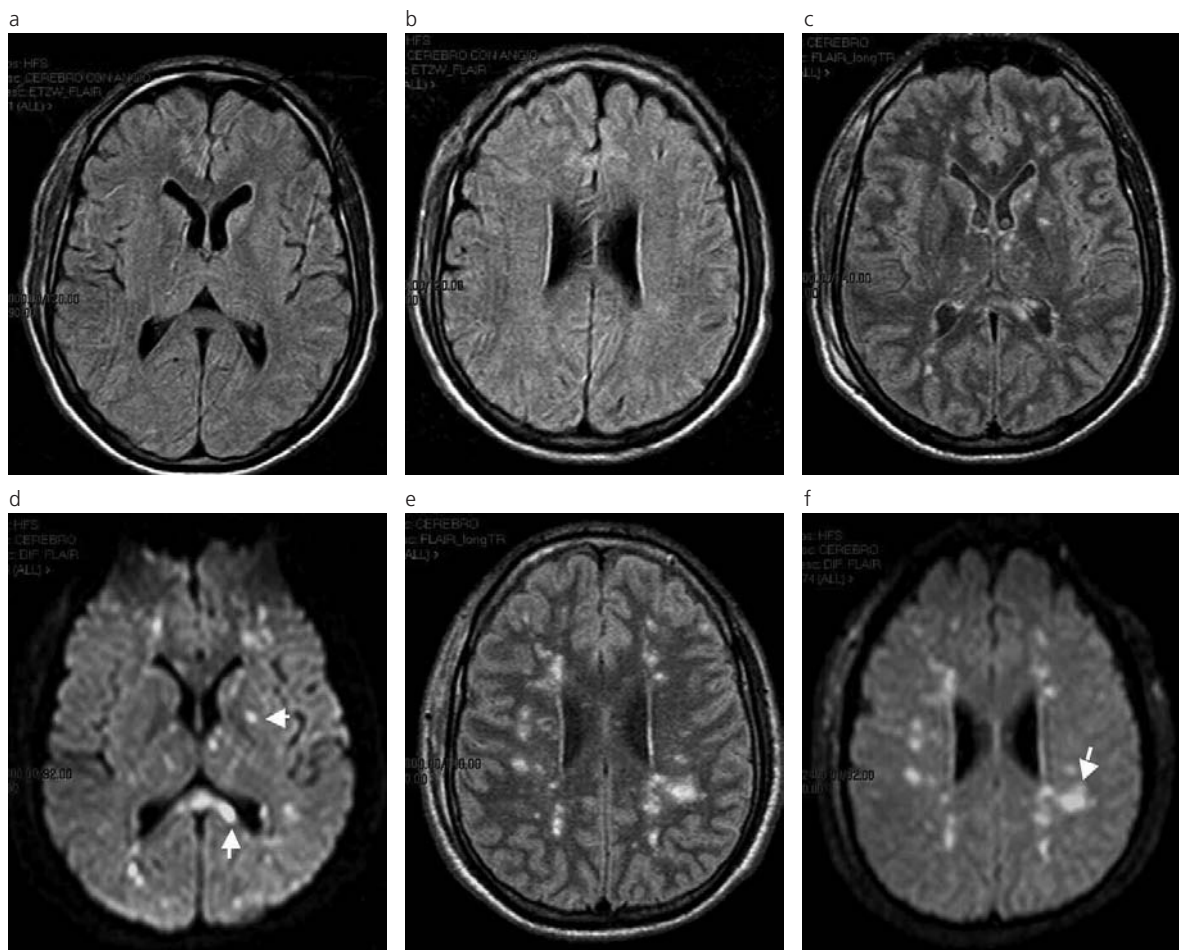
(a) y (b) RM secuencia FLAIR, al ingreso del paciente en nuestra institución. No se observan lesiones. Estudio con artefactos de movimiento (paciente excitado con mínima sedación). (c), (d), (e), (f) Secuencias FLAIR y DWI. Muestran la distribución de las lesiones de diferentes tamaños, aspecto confluyente y poco comprometido cortical (flechas) que predominan en la sustancia blanca profunda.
